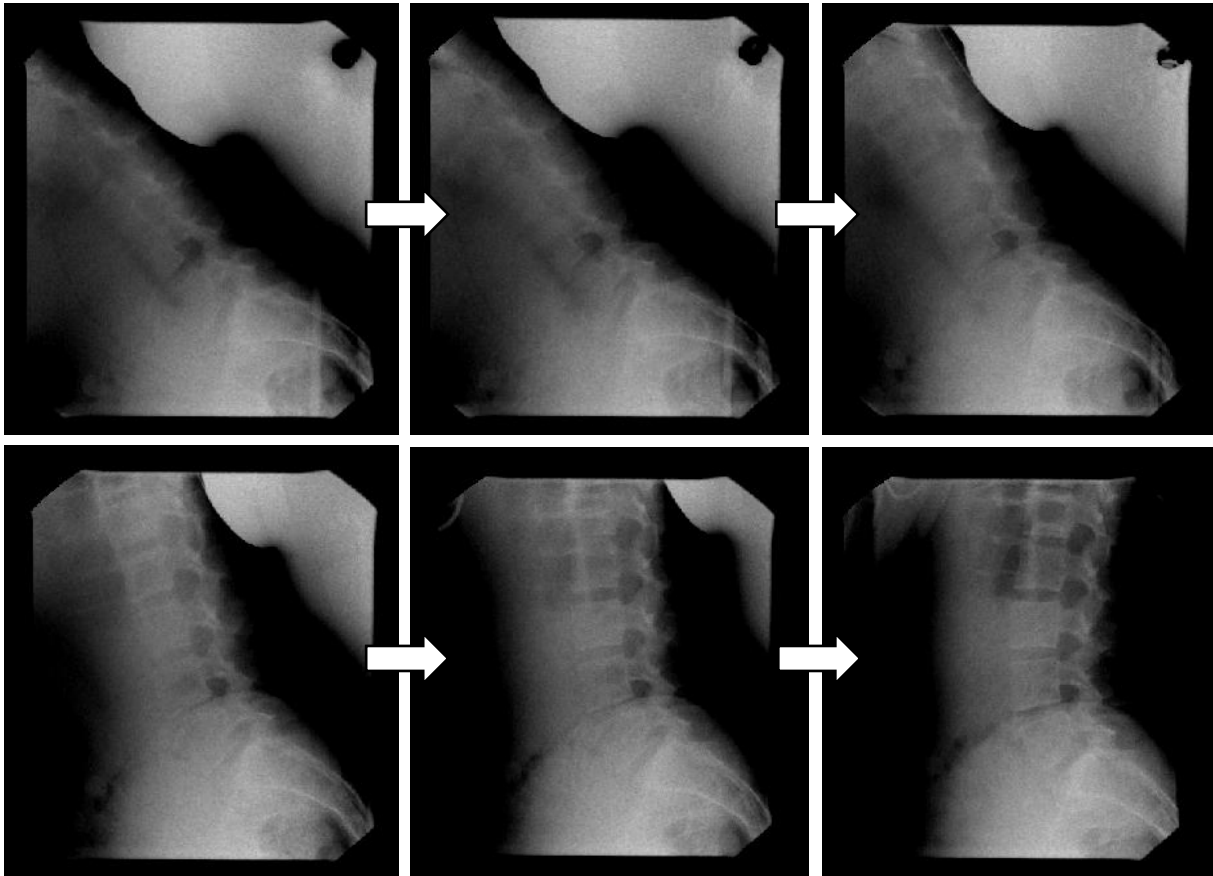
Visualisierung jedes zehnten Röntgenbildes aus lateraler Ansicht während des Aufrichtens.
